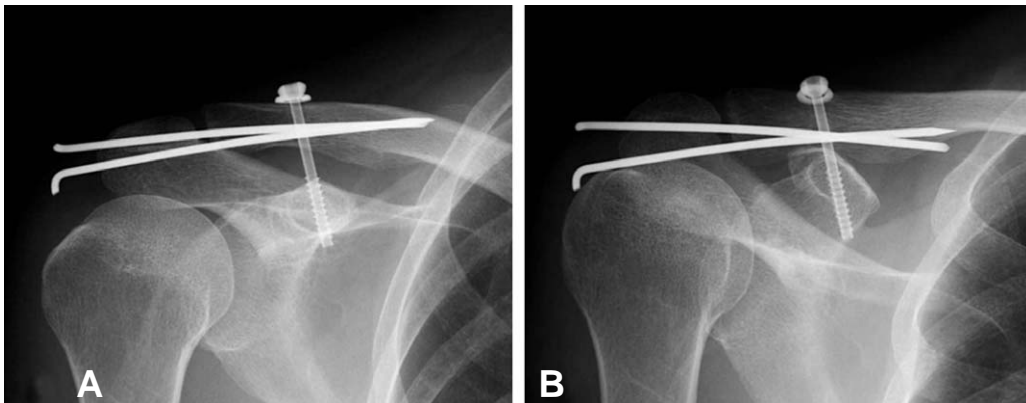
Plain radiographic films show the internal fixation using cannulated screw and washer, and 2 S-pins (A: AP view, B: lordotic view).
